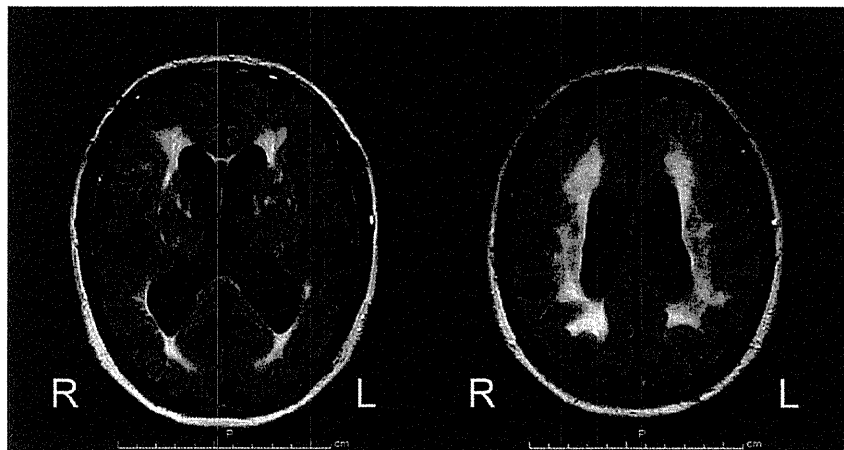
Brain magnetic resonance imaging of a representative patient presenting with white matter hyperintensities. Fluid-attenuated inversion recovery sequences of the brain magnetic resonance imaging show bilateral and symmetrical hyperintense on the periventricular white matter and subcortical lesions.
